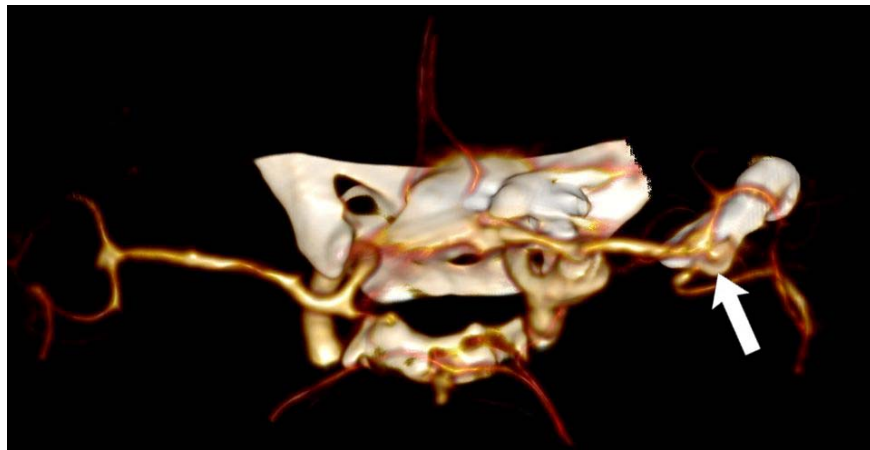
Пациент М., 46 лет. СКТ-АГ, 3D-реконструкция сосудов; белой стрелкой указана резидуальная часть аневризмы СМА, при этом понятно ее взаимоотношение с титановой клипсой; в области ПСА отмечаются выраженные артефакты от нетитановой клипсы, оценка радикальности выключения аневризмы ПСА невозможна
